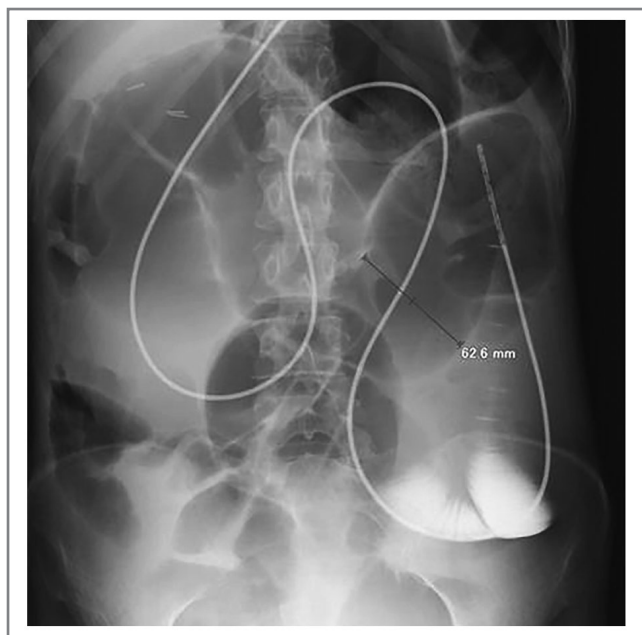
Рентгенограмма больной А.: брюшная полость с назоинтестинальным зондом.
